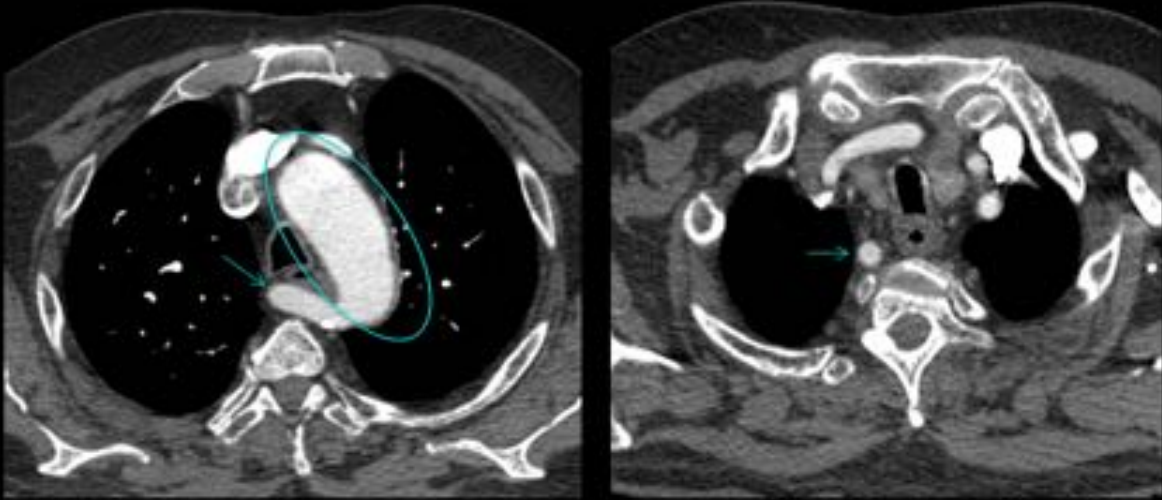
Angio-TC: Círculo: arco aórtico izquierdo / Flecha: Arteria subclavia derecha aberrante, recorrido retroesofágico hacia el lado derecho.
